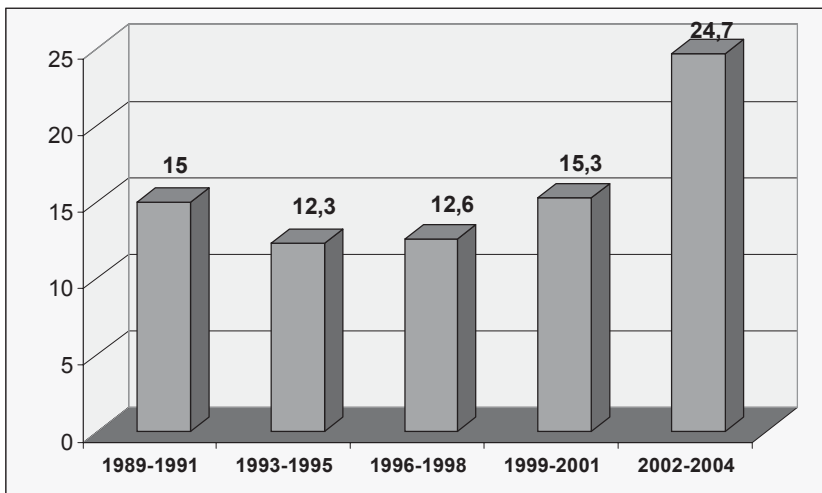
Incidența molei hidatiforme în RM în anii 1989-2004
